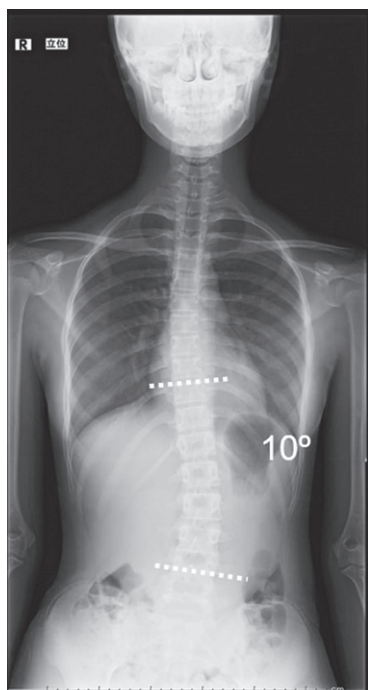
受傷後29か月目立位単純X線全脊柱正面像
